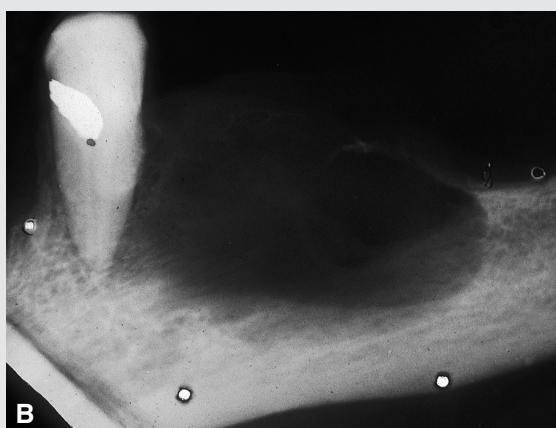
A: Tab af parodontiets lamina dura. Tidligere anset for et karakteristisk radiografisk symptom ved hyperparathyroidisme. B: Cystelignende destruktion (»brown tumour«) i underkæben.
